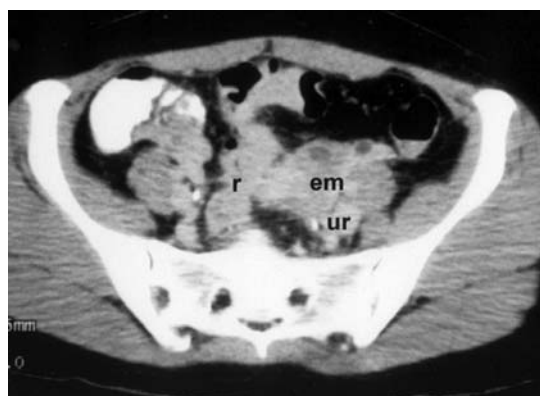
TAC pelviano: masa heterogénea (em) con compromiso del recto sigmoides (r) que engloba el uréter izquierdo. Corresponde al paciente de la Figura 1.
